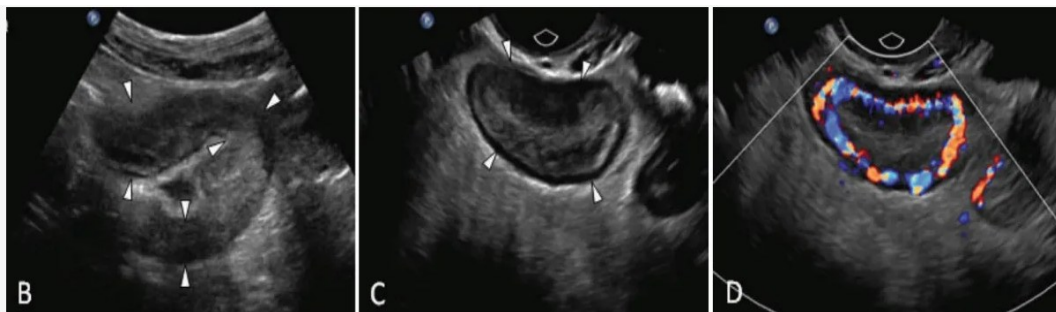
Ecografia anse intestinali in MC: (B) Ecografia transaddominale evidenzia un'ansa ileale prossimale angolata e ispessita (punte di freccia); (C) Ecografia endovaginale che mostra un ispessimento della parete intestinale e abbondante grasso infiammatorio con risoluzione superiore; (D) Il Color Doppler mostra un'abbondante vascolarizzazione murale. [48]
